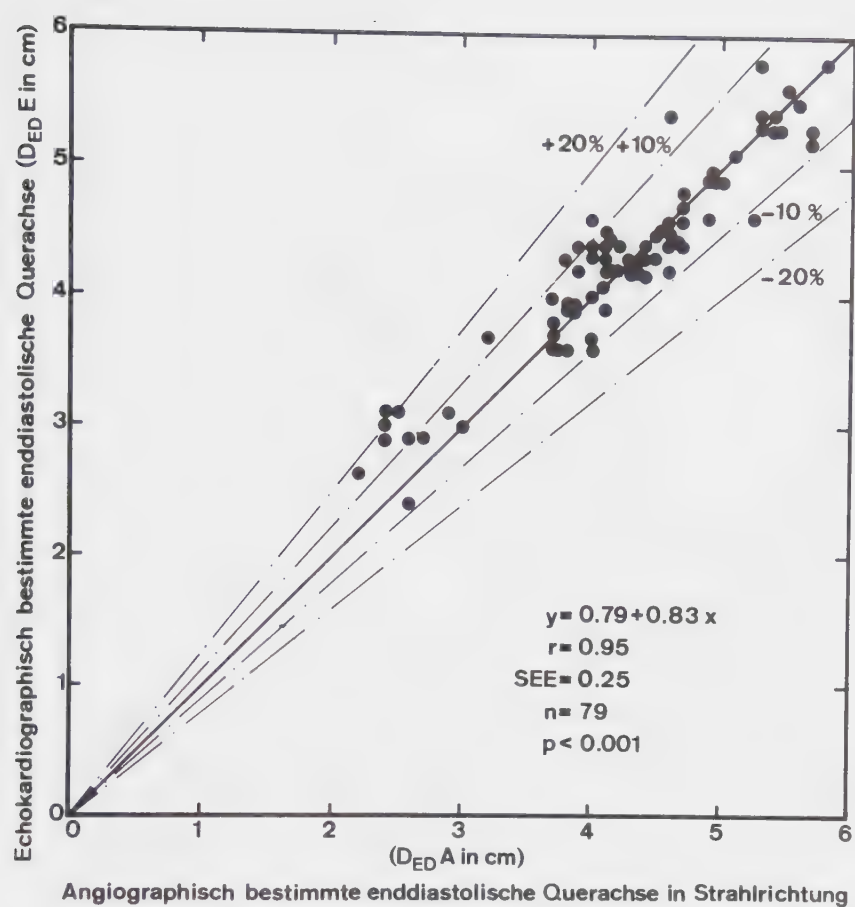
Vergleich der echokardiographisch ($D_{ED} E$) und angiokardiographisch in Strahlrichtung ($D_{ED} A$) bestimmten enddiastolischen Durchmesser.
